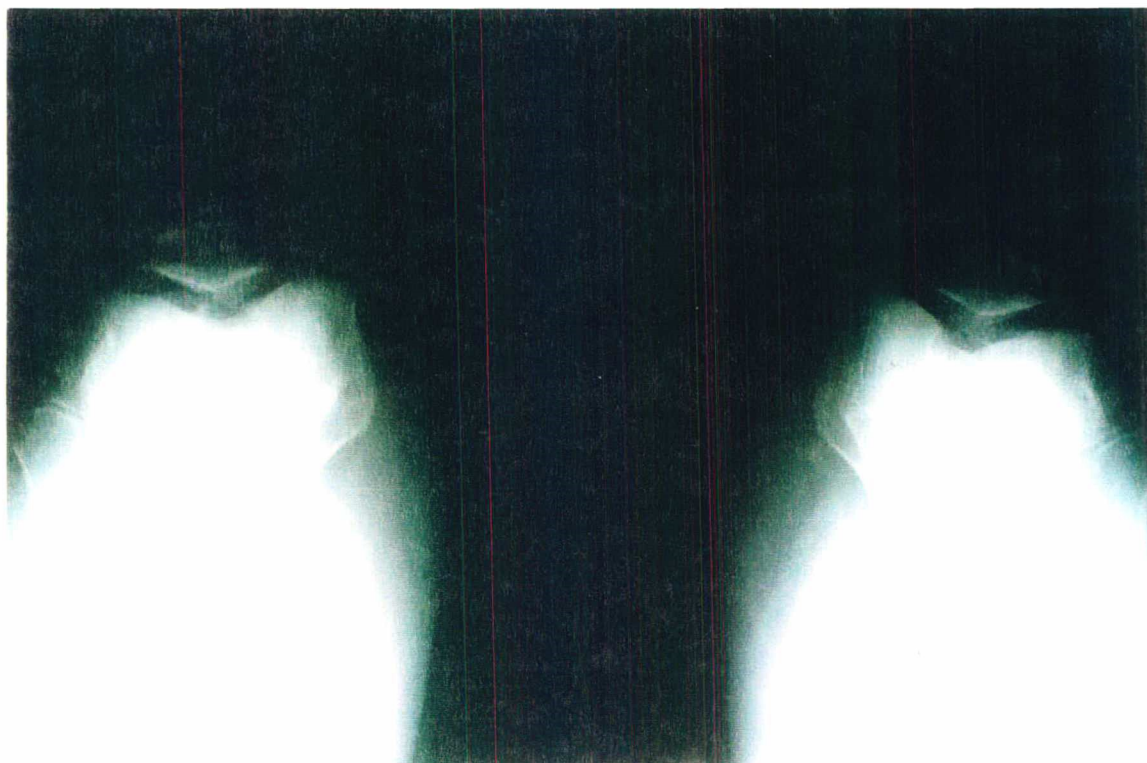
Radiografia axial de patelas para verificação de artrose no compartimento patelo-femoral.
